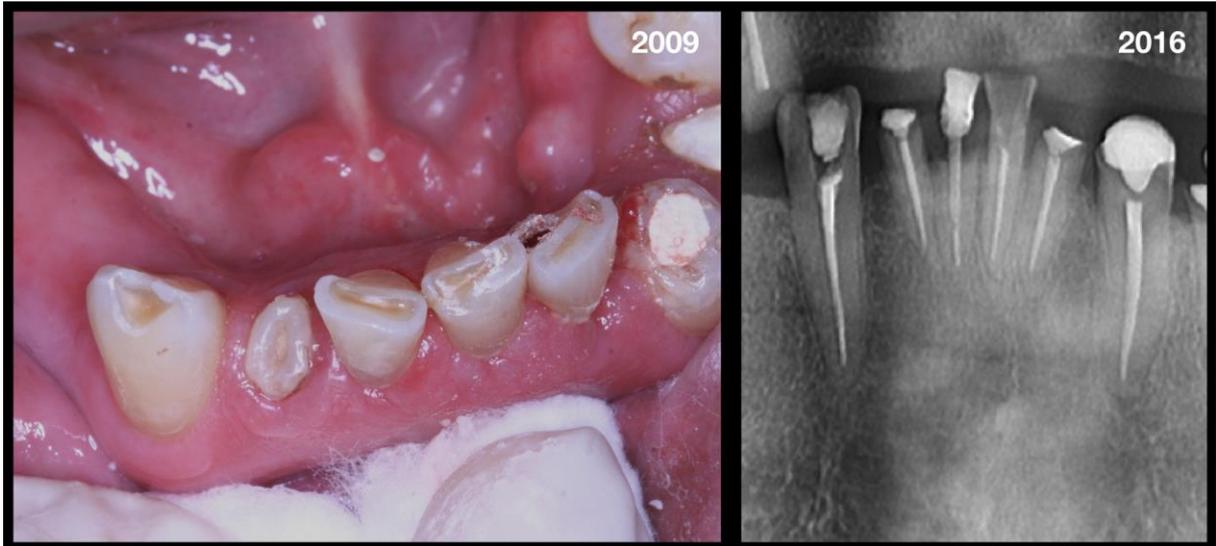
Registro clínico dos dentes ântero-inferiores em novembro de 2009 e recorte de radiografia panorâmica de 2016.
